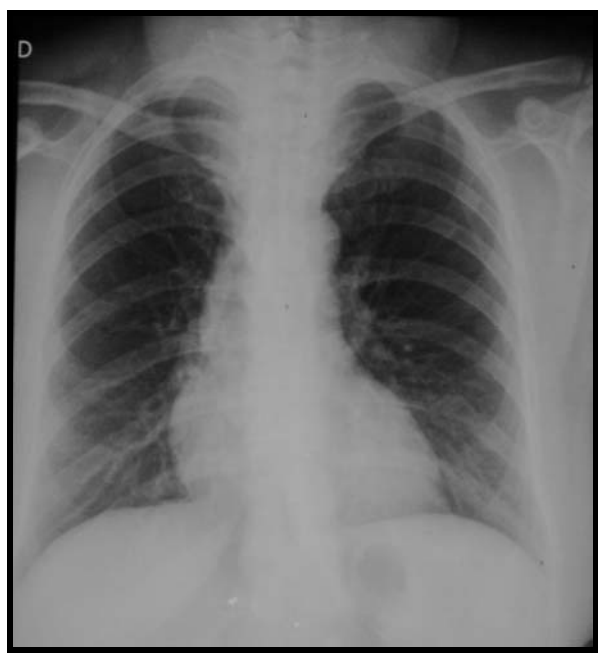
Radiografia de tórax mostrando alargamento do mediastino superior
